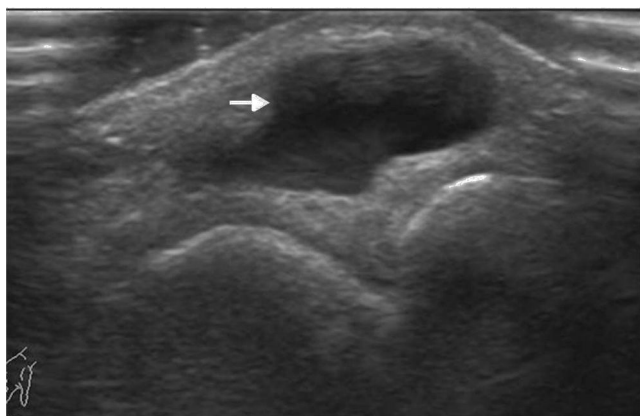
Ecografía de partes blandas de la muñeca por tumoración reconoce una formación quística de contornos lobulados, compatible con ganglión (flecha).
